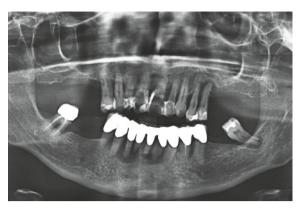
Fall 1: Röntgenologische Ausgangssituation, Oktober 2012.
